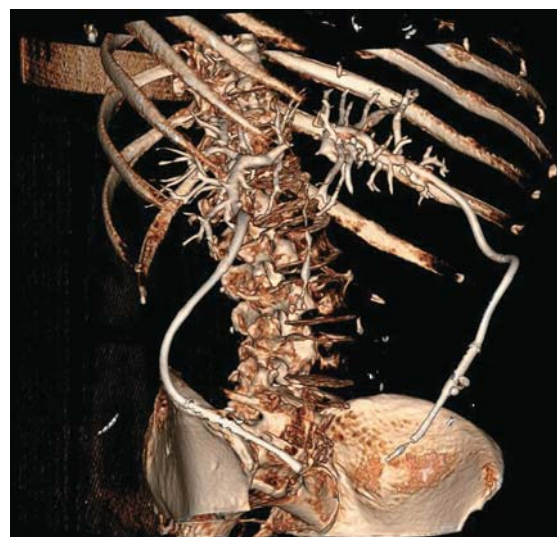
Компьютерная томограмма, объемная реконструкция. Опухоль Клацкина. Состояние после холангиостомии. Разобщение протоков правой и левой доли печени.
